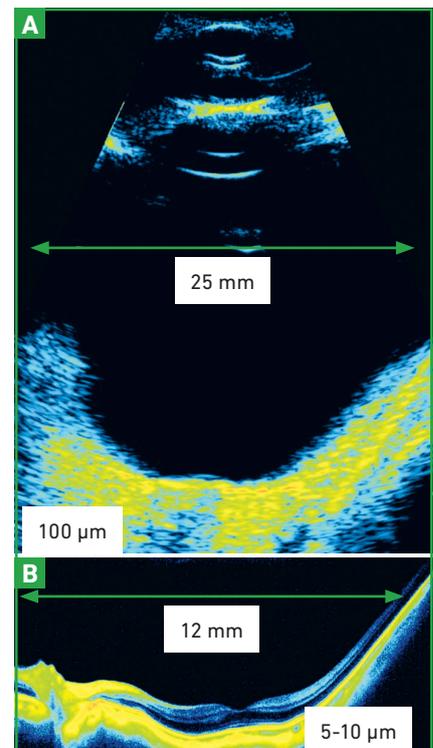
et 8B : Comparaison de la résolution et de la fenêtre d'examen d'une coupe d'échographie en mode B (A) et d'une coupe d'OCT (B).
